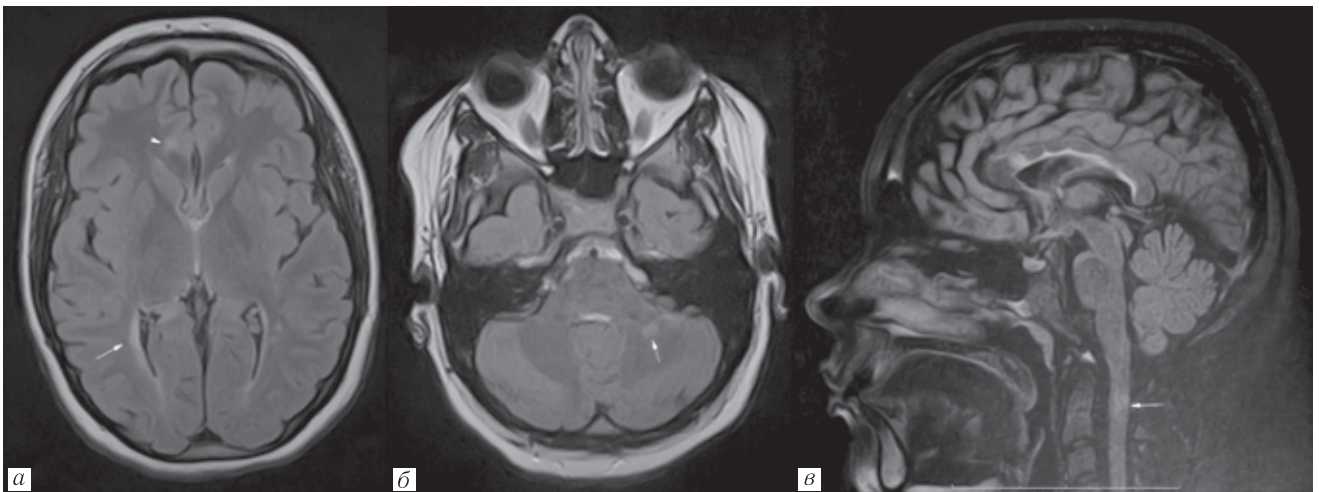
МР-томограммы головного мозга разных пациентов с ложноположительным заключением при использовании предложенного алгоритма: *a, б* — T2-ВИ FLAIR с подавлением сигнала от жира (FatSat) в аксиальной плоскости. Определяются многоочаговые поражения обеих гемисфер головного мозга, не характерные для рассеянного склероза (стрелки). Последствия вентрикулоперитонеального шунтирования (наконечник стрелки)
